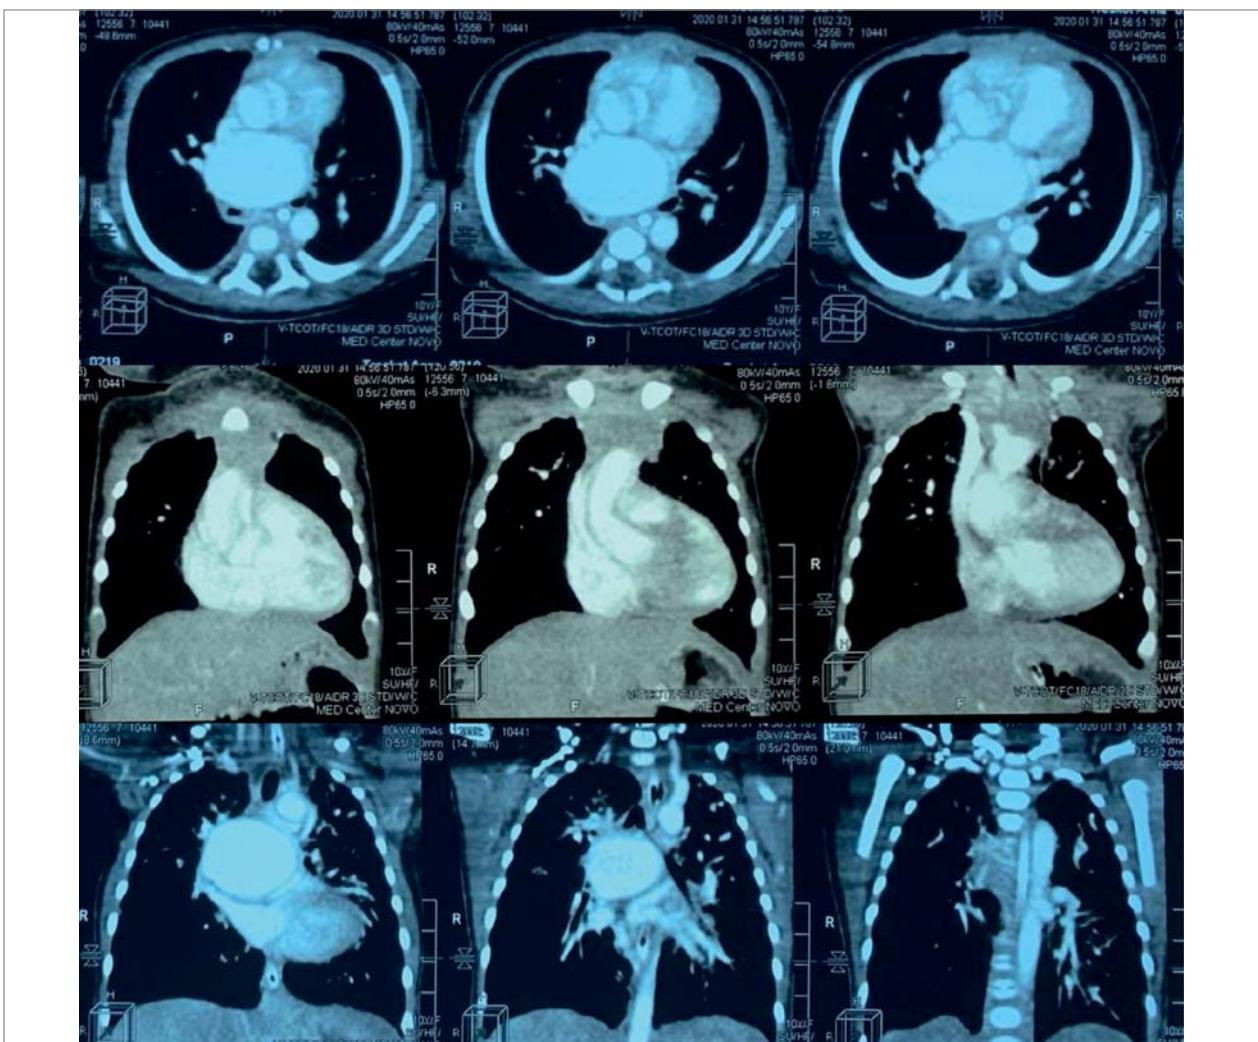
Комп'ютерна томографія. Аневризма правої гілки легеневої артерії
